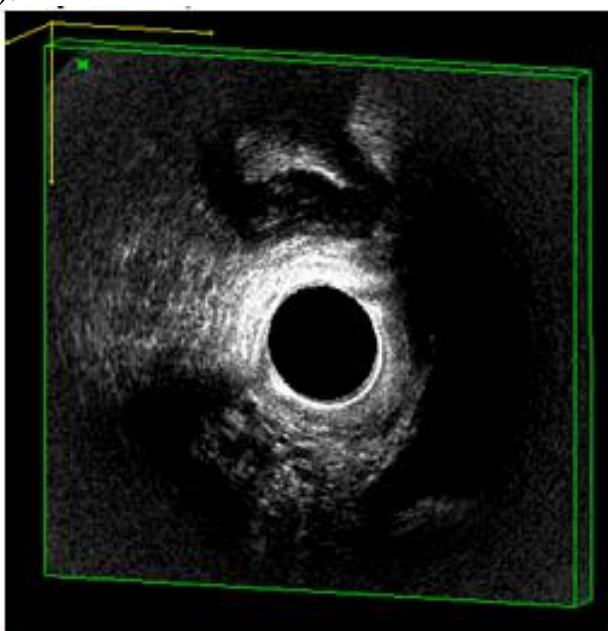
УЗИ больной раком нижнее- и среднеампулярного отделов прямой кишки с инвазией в параректальную клетчатку из вагинального доступа с трехмерной реконструкцией изображения.
